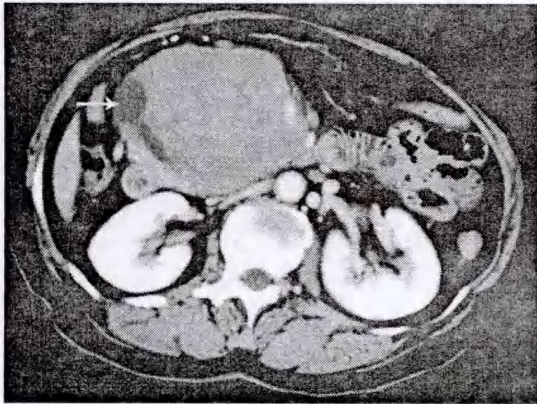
女, 35 岁, 胰头部囊实性 SPTP, CT 增强示实性成分明显强化, 囊性成分呈圆形、椭圆形分布于肿瘤边缘包膜下(箭), 无强化。
